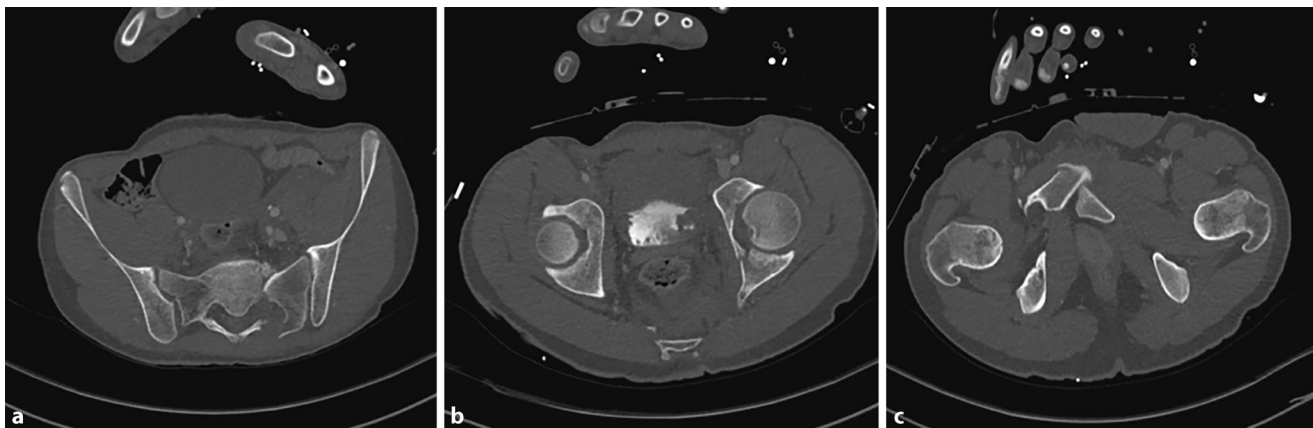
▲ CT-Bilder des Patienten in axialer Schichtung mit der Beckenringfraktur Typ C. a Sakrumfraktur links, b Acetabulumpfeilerfraktur links, c Symphysensprengung
